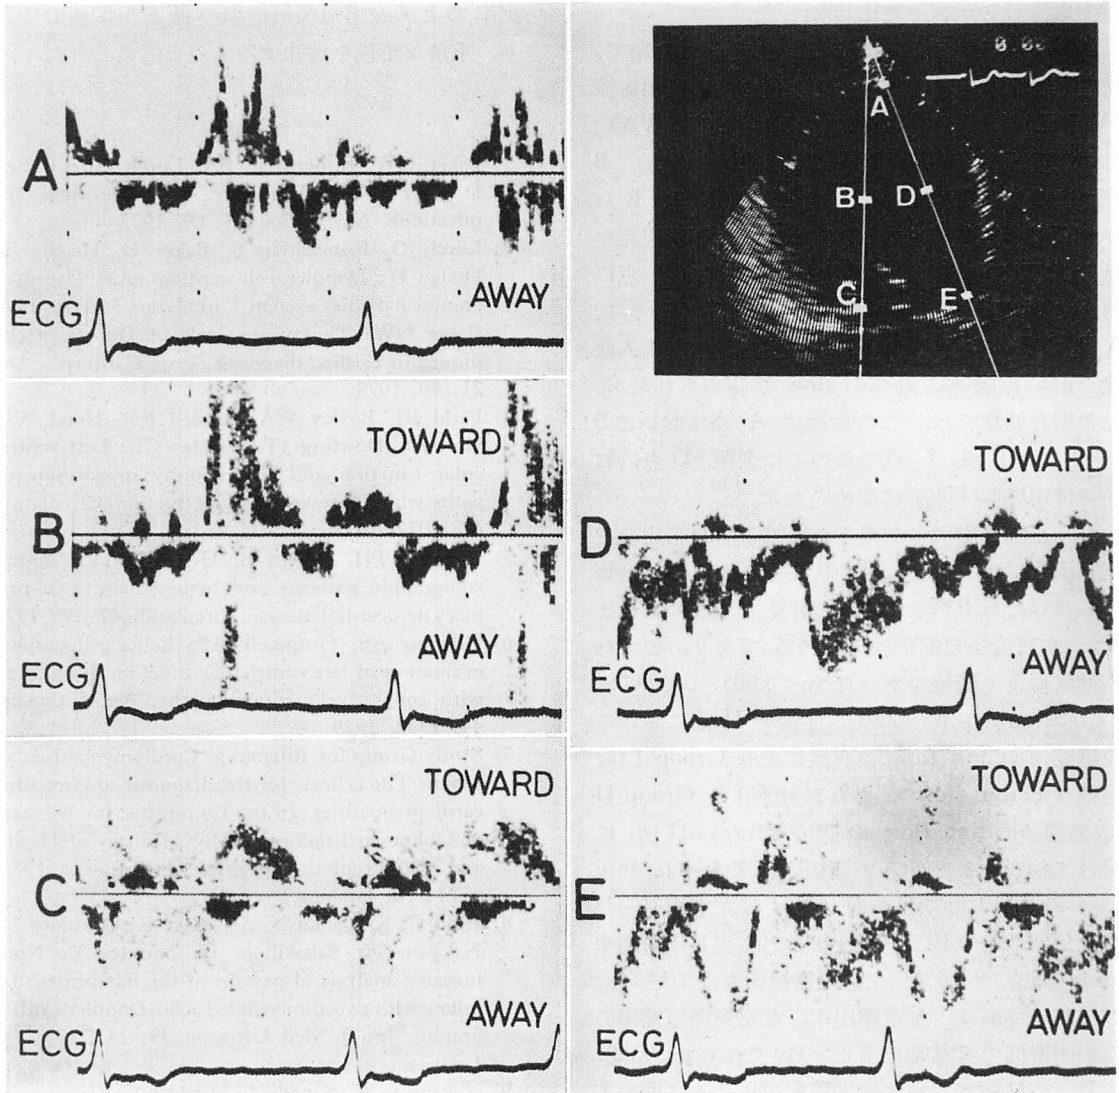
Pulsed Doppler echocardiograms of a patient with aortic regurgitation and mitral regurgitation (a 35-year-old male).
